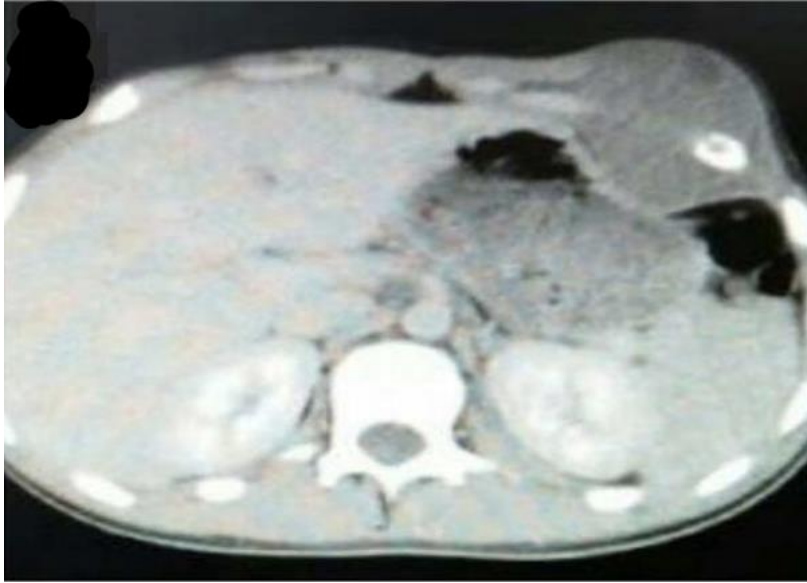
TDM thoracique en fenêtre médiastinale, montrant la présence d'une masse pariétale antérolatérale gauche thoraco-abdominale hypo dense, hétérogène, responsable d'une infiltration des tissus mous et des muscles en regard, ainsi que le revêtement cutané. On note une discrète lyse de l'arc antérieur de la huitième côte.
